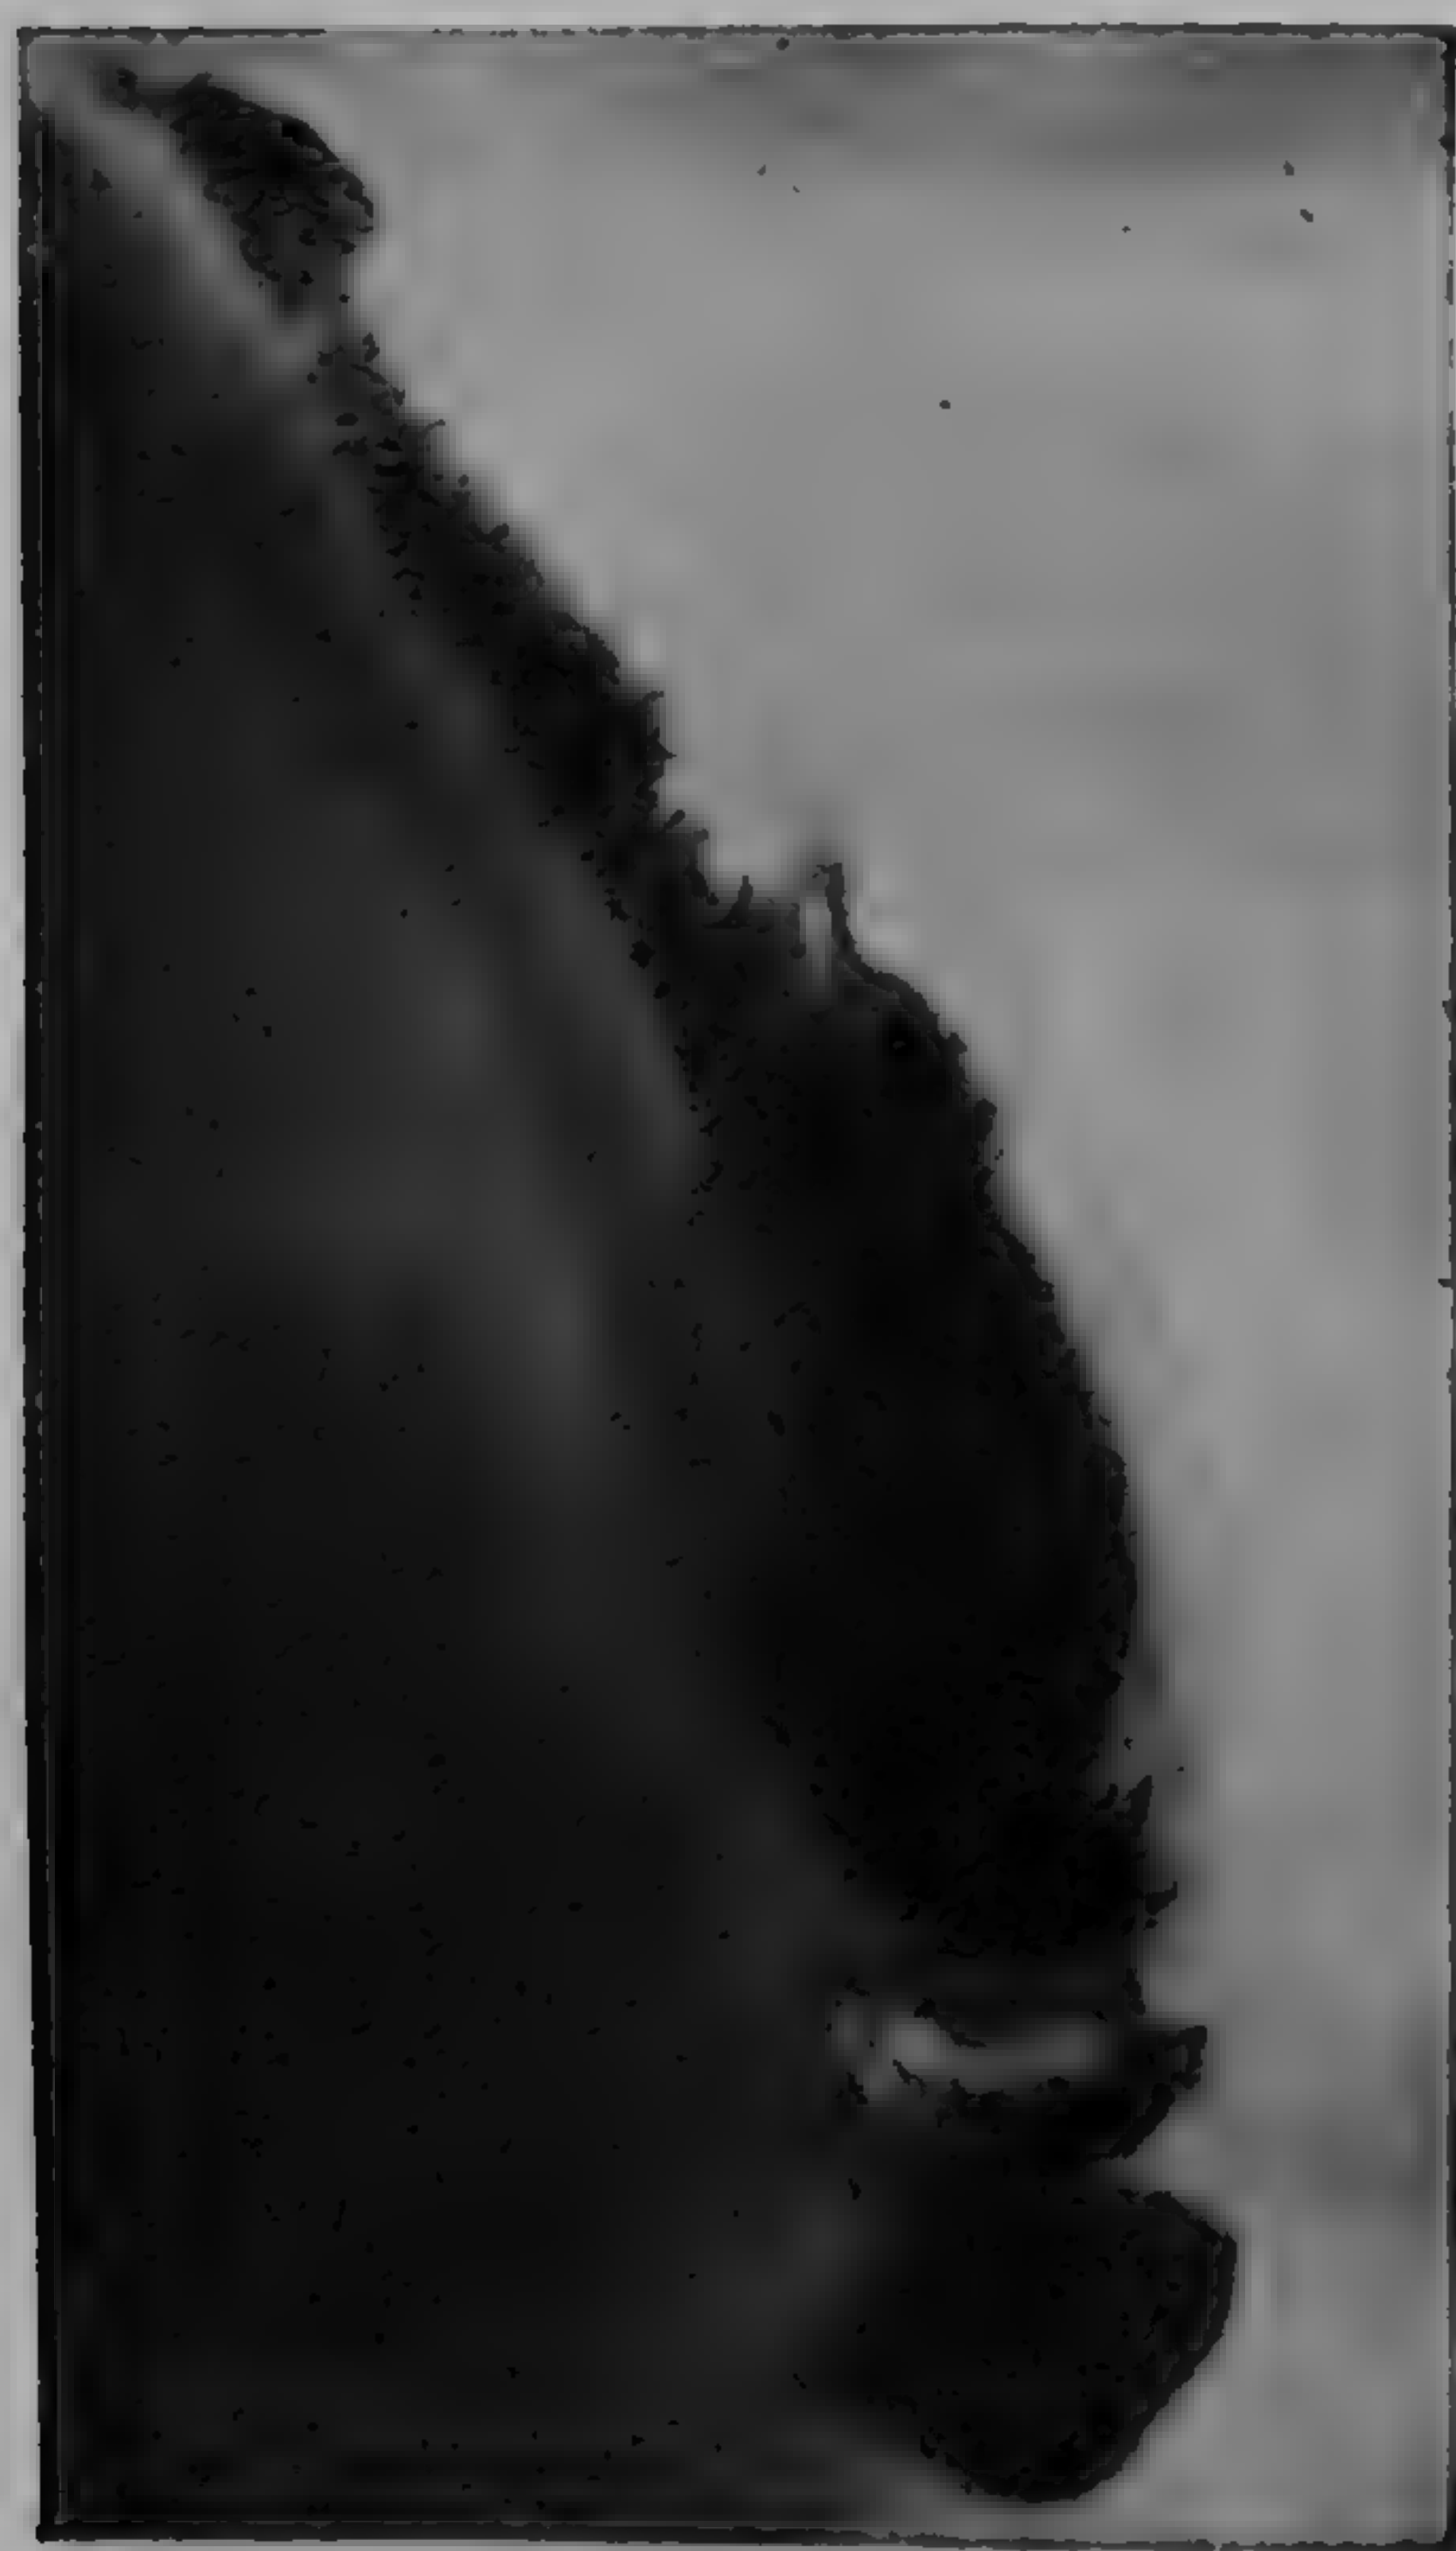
Esofagoplastie cu jejun (radiografie dr. Birzu)
